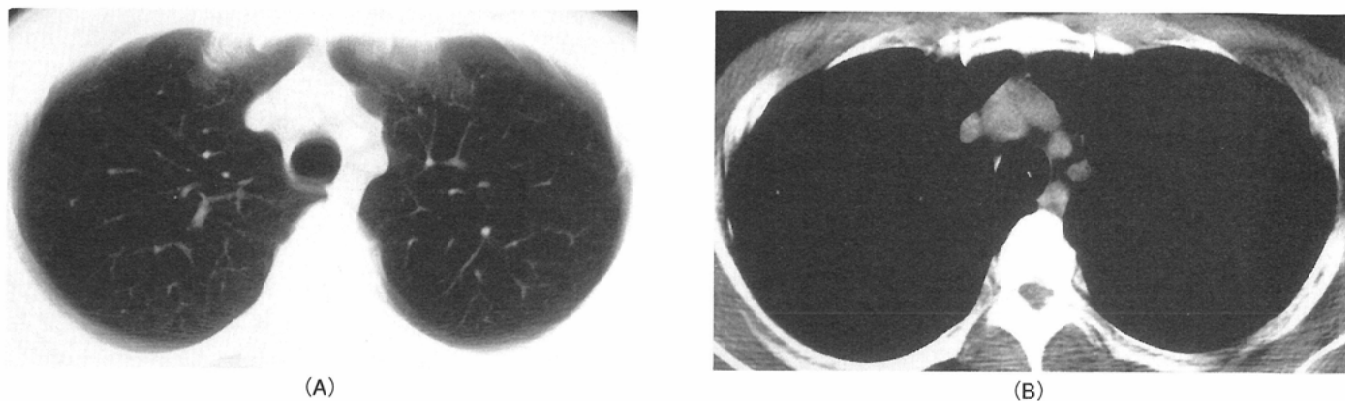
Screening CT in a normal patient. Images with lung (A) and mediastinal window setting (B)
